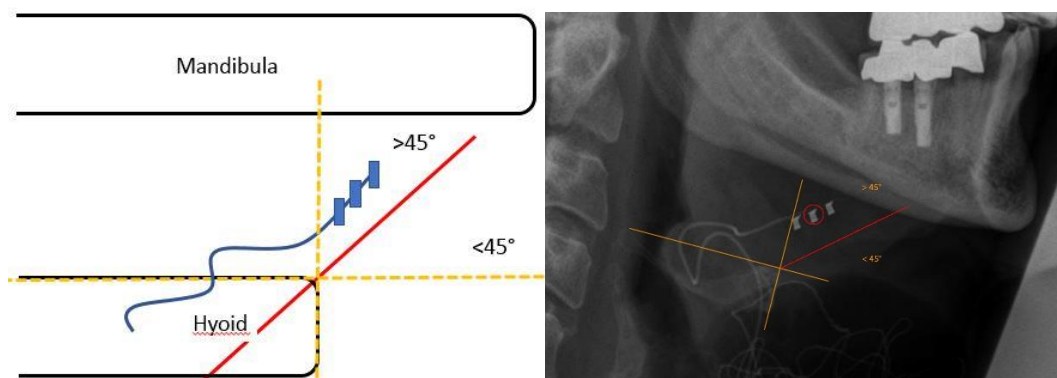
Erläuterung der Einteilung hinsichtlich einer Lage dichter zur Mandibula. Der mittlere Kontakt der Stimulationshülse befindet sich näher der Mandibula als zum Hyoid nach Implantation in der Röntgenaufnahme.
